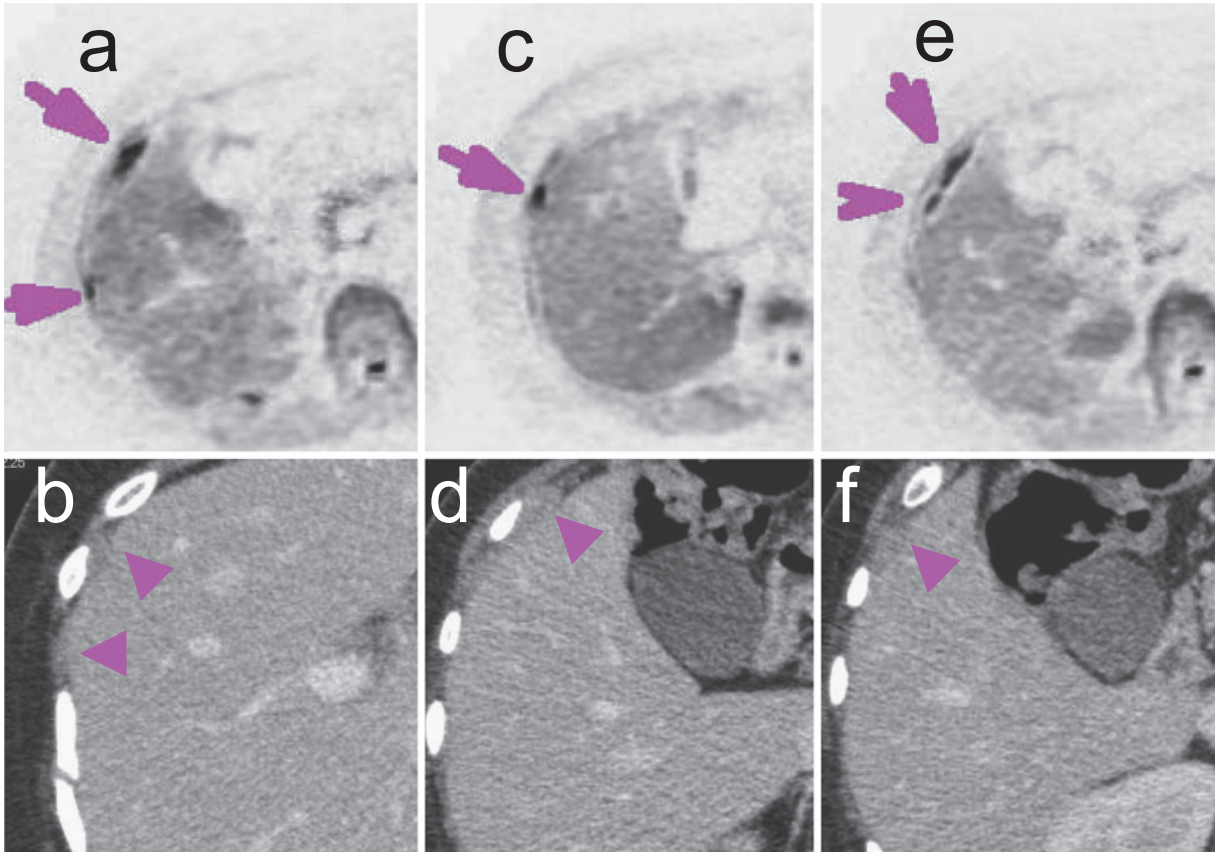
Chest MRI revealed 5 recurrent lesions in the right thoracic cavity, which were shown as high intensity areas (a, b, c, d, e, f).
